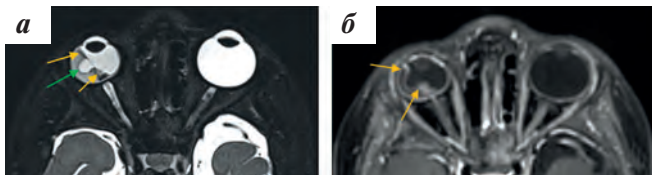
МРТ, девочка А., 3 года: а – T2-ВИ tra (FS). Правый глаз уменьшен, сетчатка тотально отслоена, неравномерно утолщена (оранжевые стрелки), в толще сетчатки интраретинальная киста (зеленая стрелка); б – T1-ВИ tra, постконтрастное 3D, сетчатка интенсивно неравномерно накапливает контрастный препарат (оранжевые стрелки)
